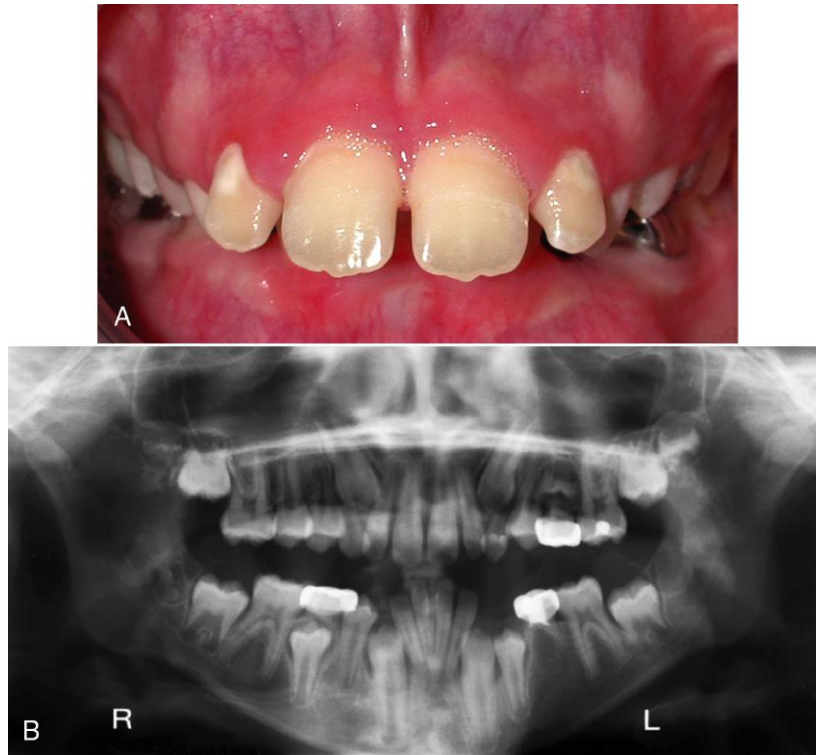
La fase de «patito feo» del desarrollo dental. A. La separación y la posición radicular mesial de los incisivos superiores se deben a la posición de los caninos permanentes sin erupcionar. B. En esta radiografía panorámica se aprecia que los caninos están erupcionando y se encuentran cerca de las raíces de los incisivos laterales. Los espacios entre los incisivos (incluido el diastema de la línea media) disminuyen y en muchos casos desaparecen completamente cuando erupcionan los caninos.
